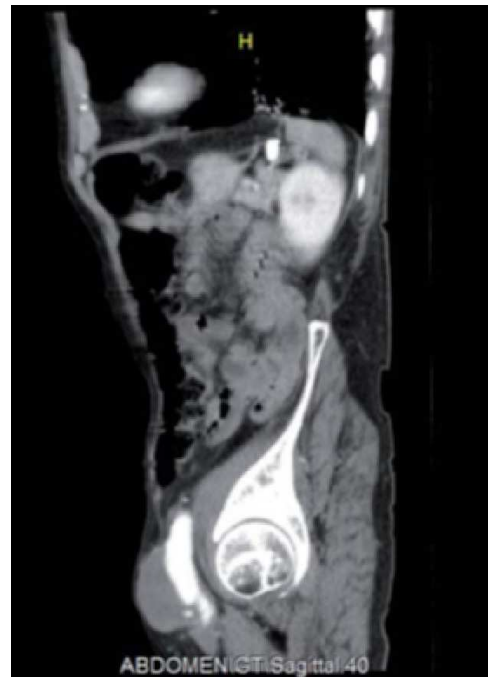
Tomografía abdominopélvica. Corte sagital. Aneurisma arteria femoral izquierda.
